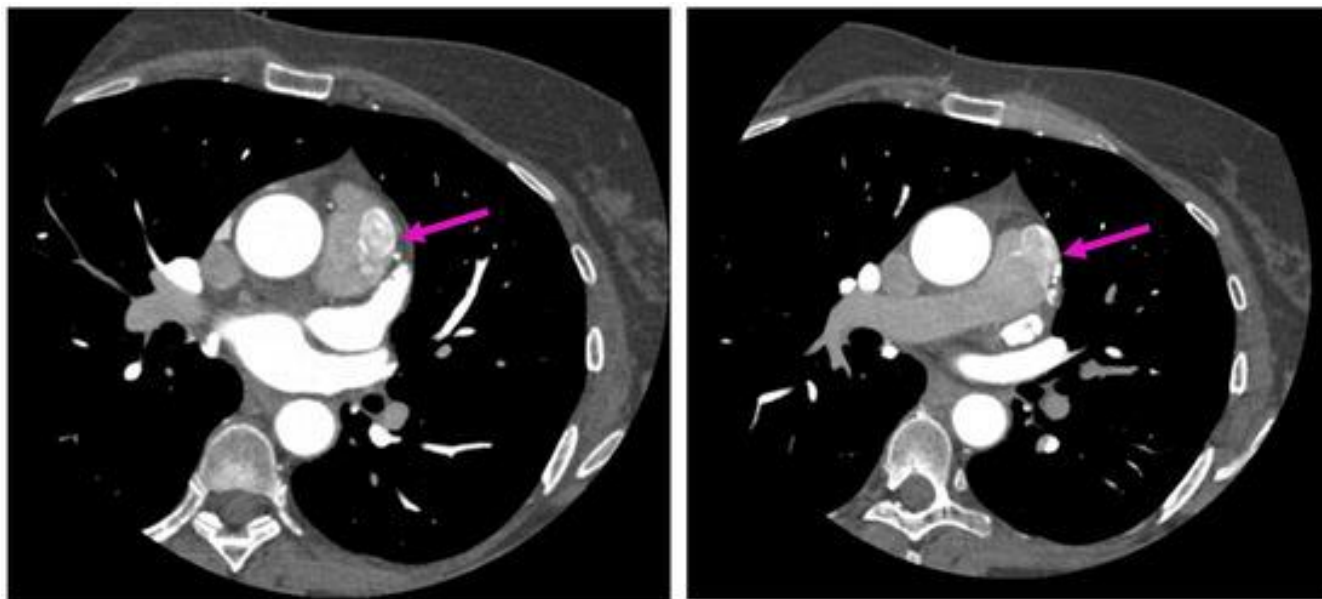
angio-CT coronarian – achizitii axiale – ilustrând o comunicare vasculară anormală, cu traiect tortuos, cu situs de vărsare la nivelul trunchiului arterei pulmonare, cu blush de substanță de contrast la acest nivel – contrast shunt sign.
